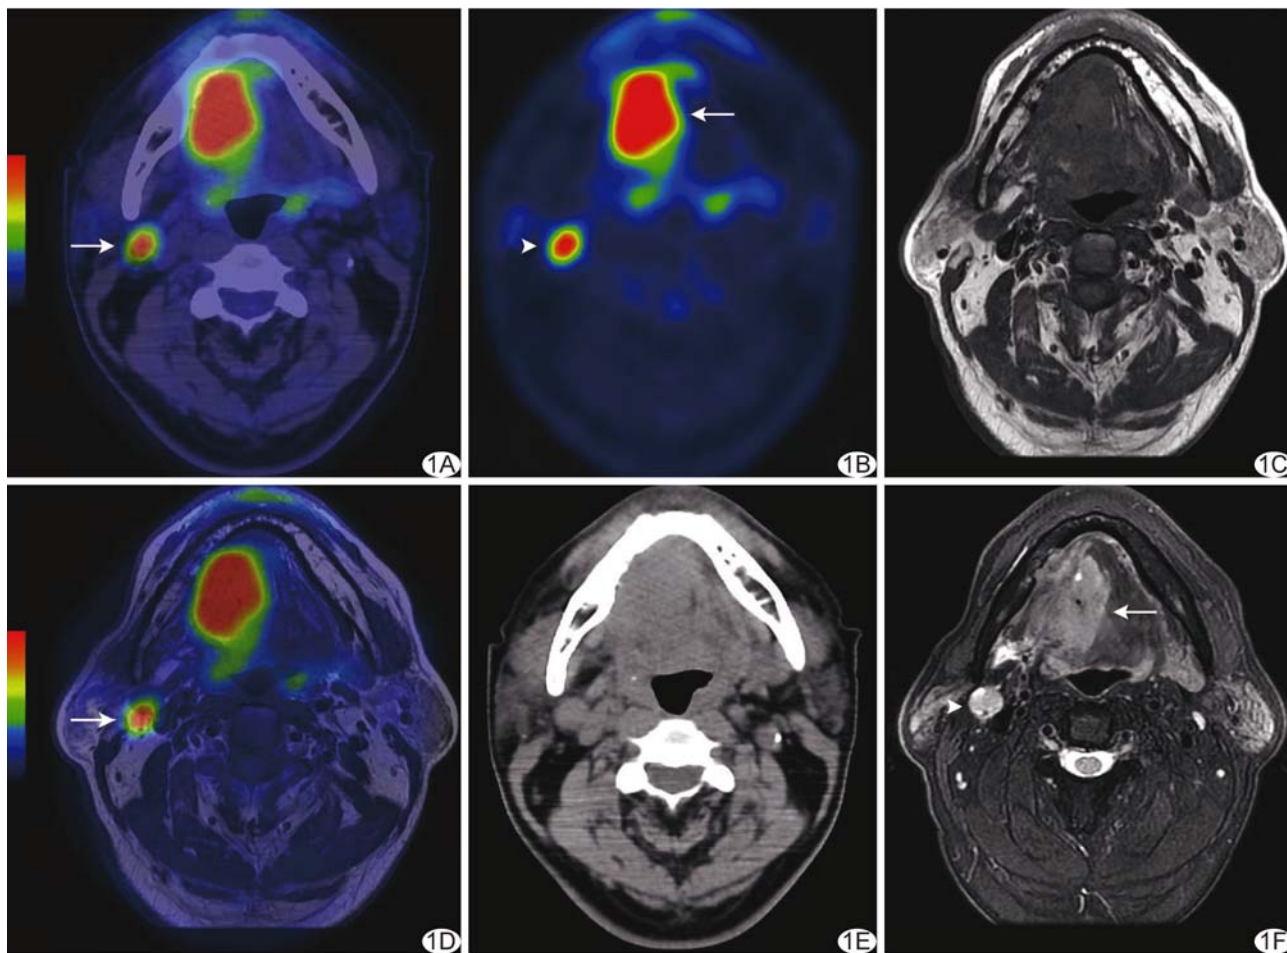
患者男, 60 岁, 舌癌 A. PET/CT 示原发灶位于舌右侧并见右侧颈部转移性淋巴结(箭); B. PET 示原发灶($SUV_{max}=14.53$, 箭)及右侧颈部转移性淋巴结($SUV_{max}=10.16$, 箭头)代谢增高; C. MR T1WI 显示原发灶小部分病灶边界; D. PET/MR 示原发灶位于舌右侧并见右侧颈部转移性淋巴结(箭); E. CT 无法显示原发灶边界; F. MR T2WI 可清晰显示原发灶(箭)及右侧颈部转移性淋巴结(箭头)的边界, 且可见淋巴结内坏死
